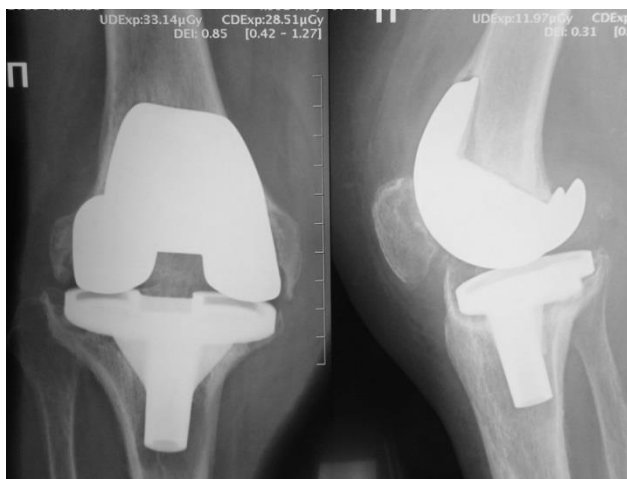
Рентгенограммы пациентки Ч. на момент обращения. Выраженный остеолит, расшатывание и миграция компонентов.
